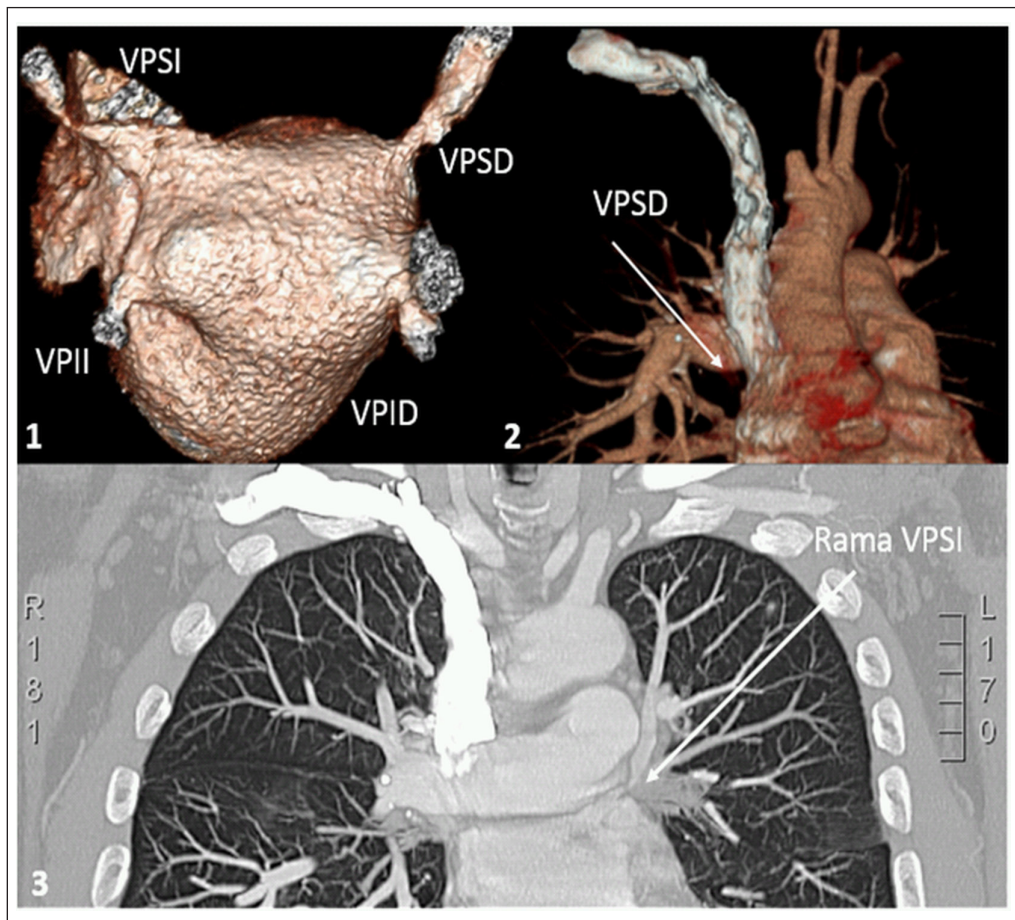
Reconstrucción de aurícula izquierda (AI) y vena pulmonar (VP) en resonancia nuclear magnética cardíaca contrastada (gadolinio) con estenosis grave de vena pulmonar superior izquierda (VPSI) y moderada de vena pulmonar superior derecha (VPSD) e indemnidad de las venas pulmonares inferiores derecha e izquierda (VPID y VPIL) (Panel A). Tomografía multicorte de tórax con contraste con estenosis grave de VPSD y de rama de VPSI (Panel B).
